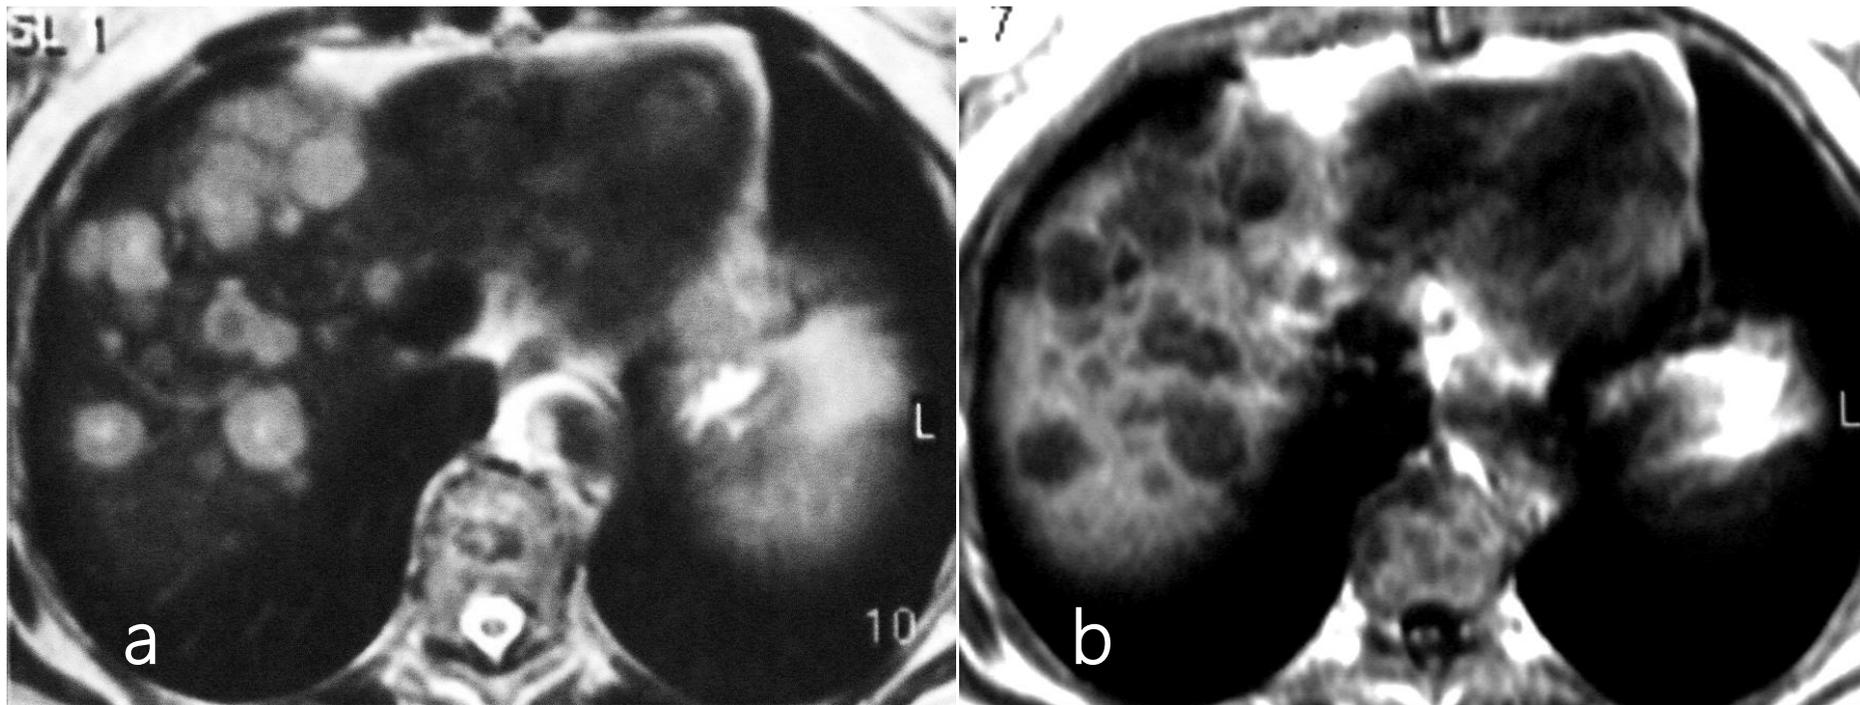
Imagens de RM ponderadas em T2 (a) e T1 (b) mostram múltiplas metástases arredondadas no fígado
